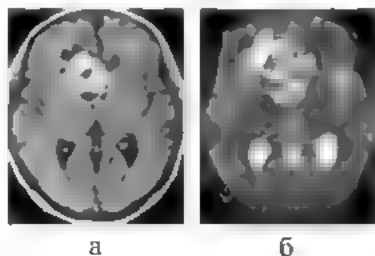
Олигодендроглиома: а — КТ, хорошо виден расположенный в структуре опухоли петрификат; б, в — МРТ, T1 и T2-взвешенные изображения
